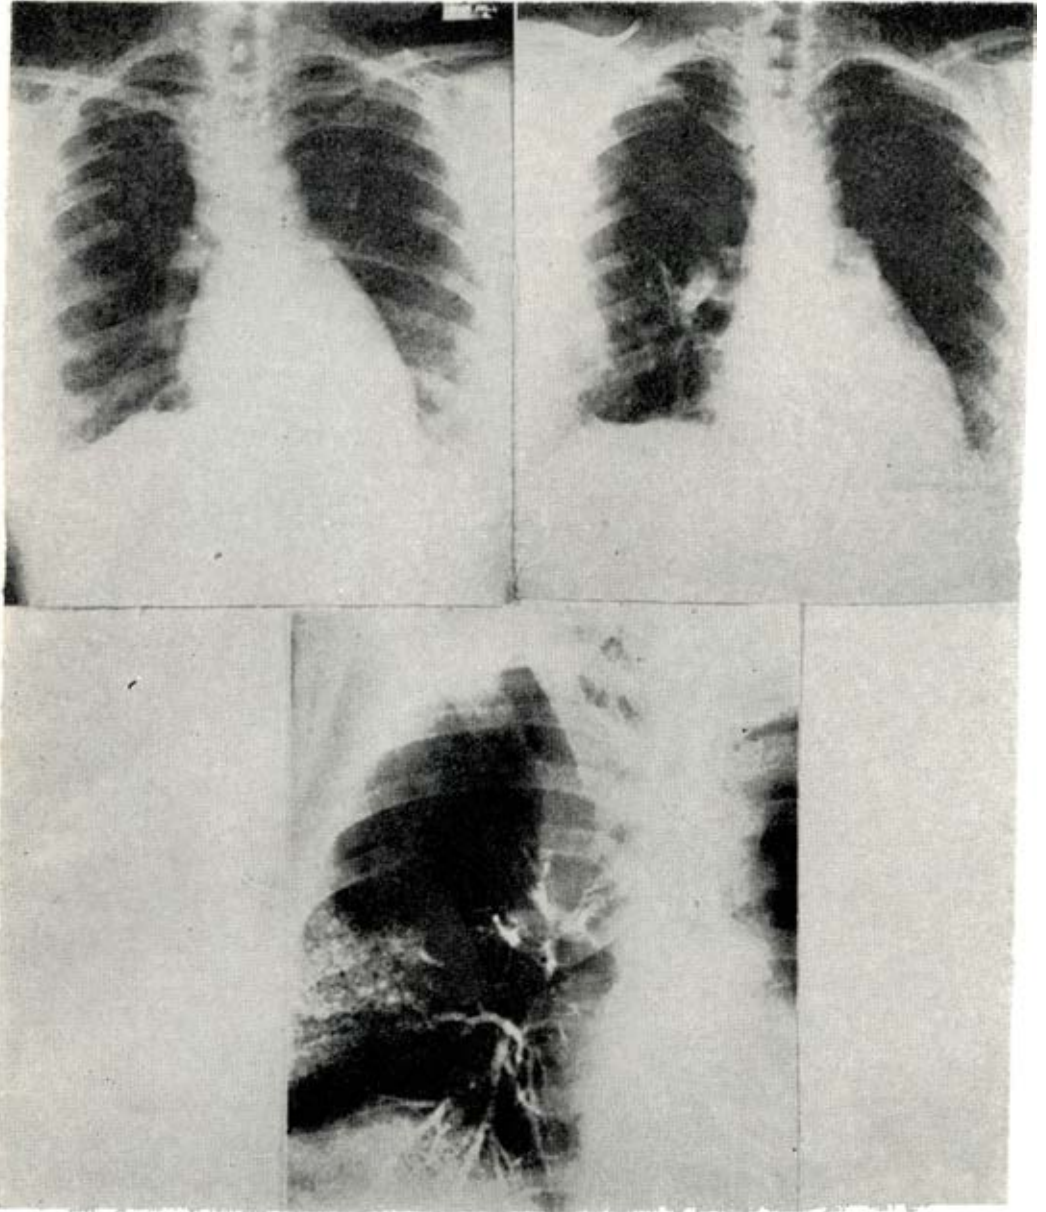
Radiografías de otro caso de adenoma con atelectasia del lóbulo superior derecho, broncografía del mismo y 1 año 8 meses después de la lobectomía.
